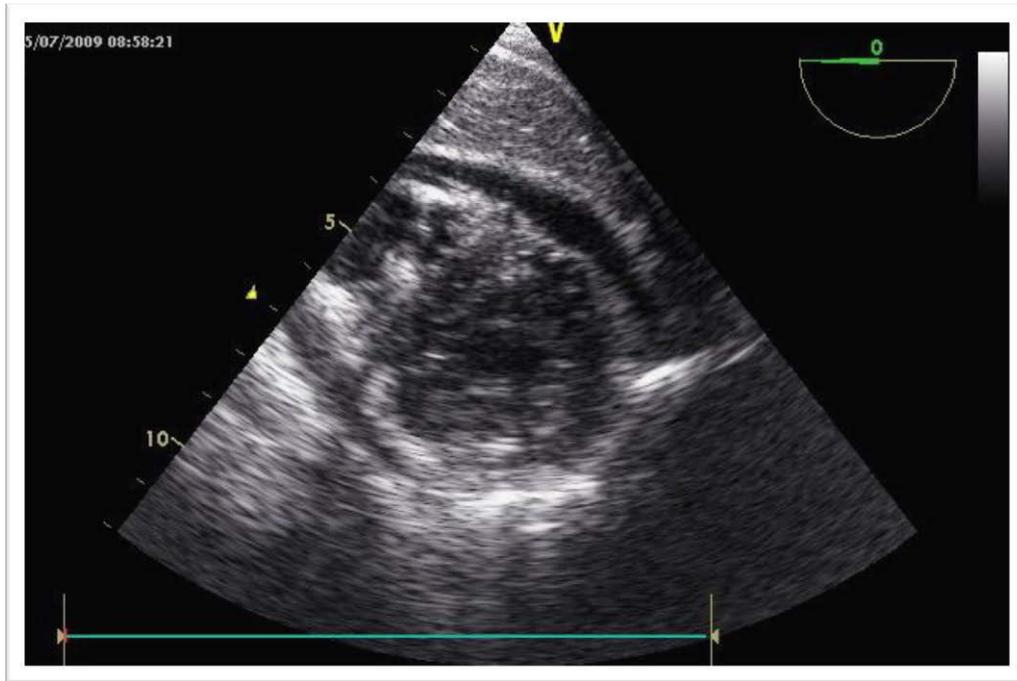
Akute Perikardtampnade (hypoechogener Saum) dargestellt mittels intraoperative tranösophagealer Echokardiographie (TG basal SAX)
